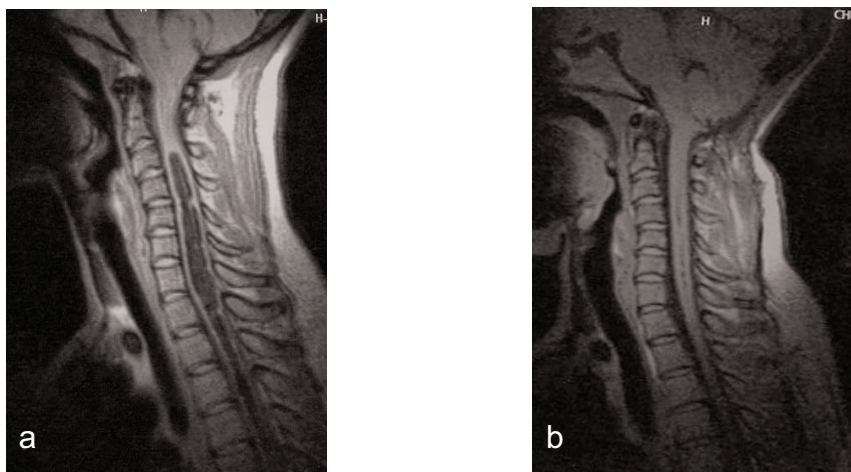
IRM montrant une cavité nettement régressée
